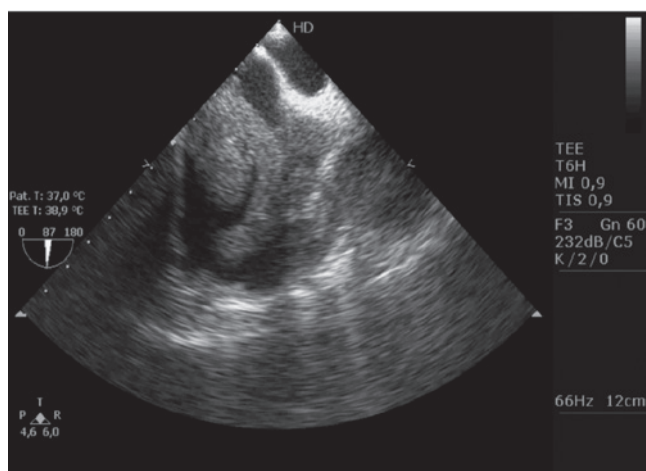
Visualização de massa leiomatosa intra-auricular direita no ecocardiograma trans-esofágico.
